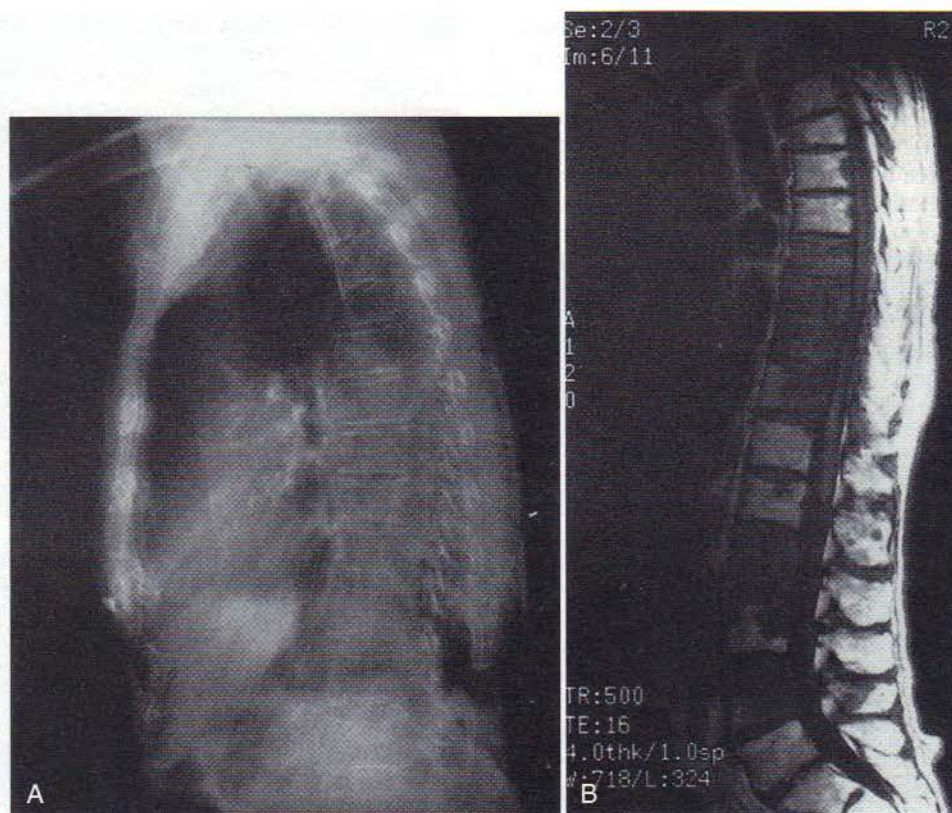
A, Radiografie laterală a coloanei unui bărbat de 77 de ani cu durere dorsală persistentă. Nu au fost identificate leziuni metastatice. B, Imagine cu rezonanță magnetică demonstrând existența unor metastaze scheletice extensive de la T3 prin coloana lombară inferioară, cu interesarea aproape a fiecărui corp vertebral. Cea mai pronunțată interesare este la nivelul T3, de la T8 până la T11, T12 și L4.
